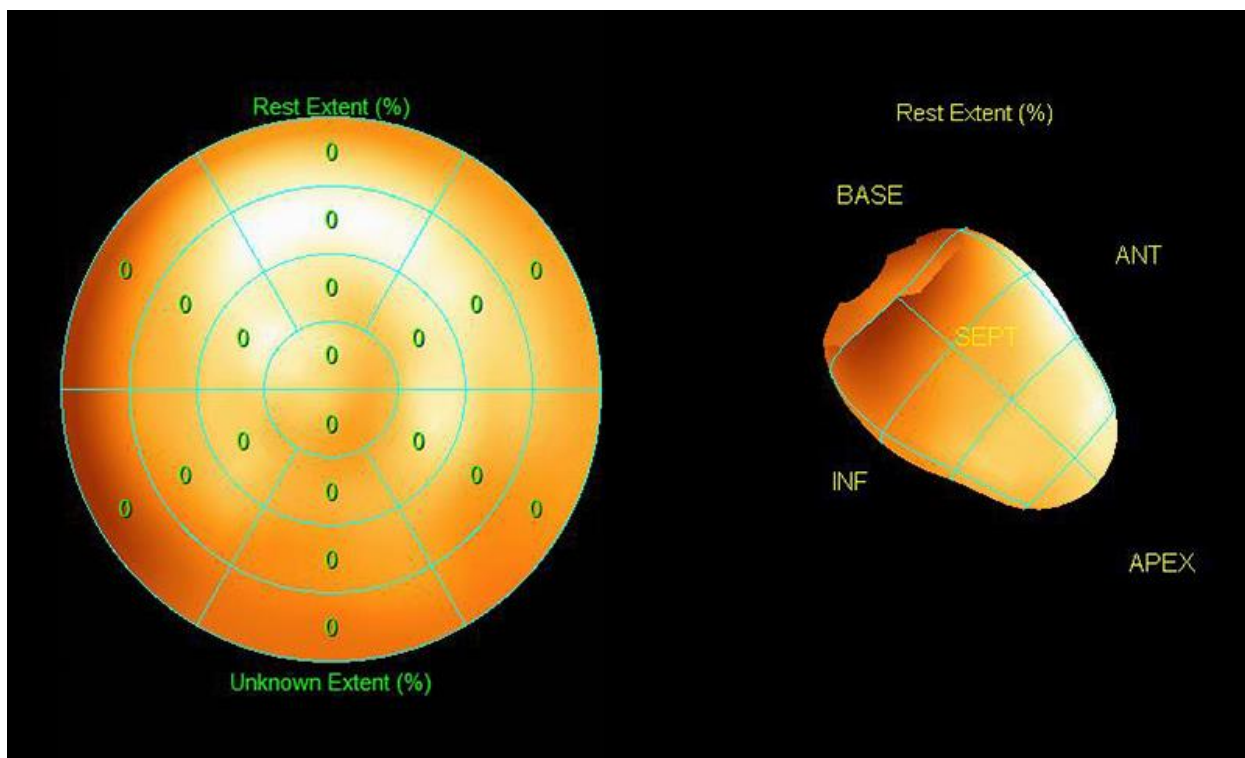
Полярная сцинтиграмма.
